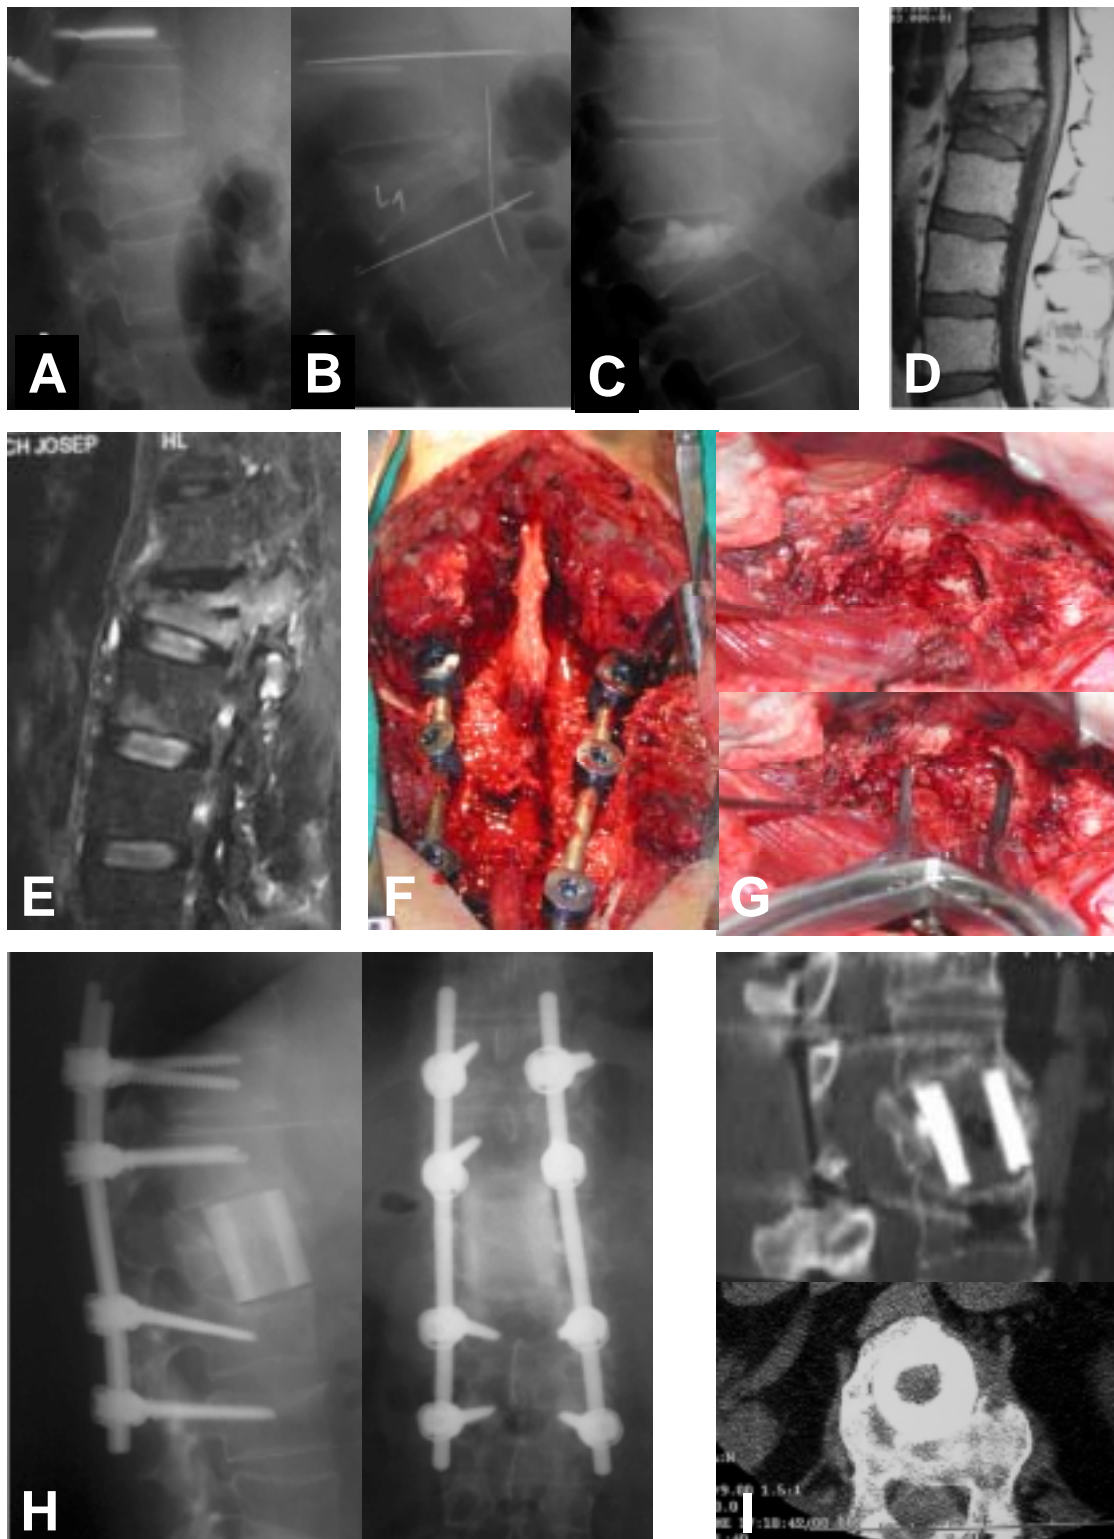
Exemple d'al-loempelt anterior col·locat en un cas de cifosi postraumàtica. Es tracta d'un home de 37 anys que va patir una fractura - afalcament de L1. A: Rx inicial de la fractura. Aquesta fractura va evolucionar a una cifosi postraumàtica, fet pel qual es va intentar una vertebroplastia. B: Rx evolucionada a la cifosi postraumàtica. C: Rx amb la vertebroplastia realitzada. D: RMN inicial. E: RMN un cop evolucionada la cifosi. Es va realitzar una triple via en el mateix acte quirúrgic amb un primer temps posterior amb osteotomia i instrumentació T11-L3, un segon temps anterior amb vertebrectomia, exèresi del ciment i col·locació d'al-loempelt de fèmur i un tercer temps posterior amb fixació de la instrumentació a compressió. F: Imatge de la via posterior. G: Imatge de la via anterior. H: Control radiològic als 17 mesos. I: Control per TAC als 18 mesos.
